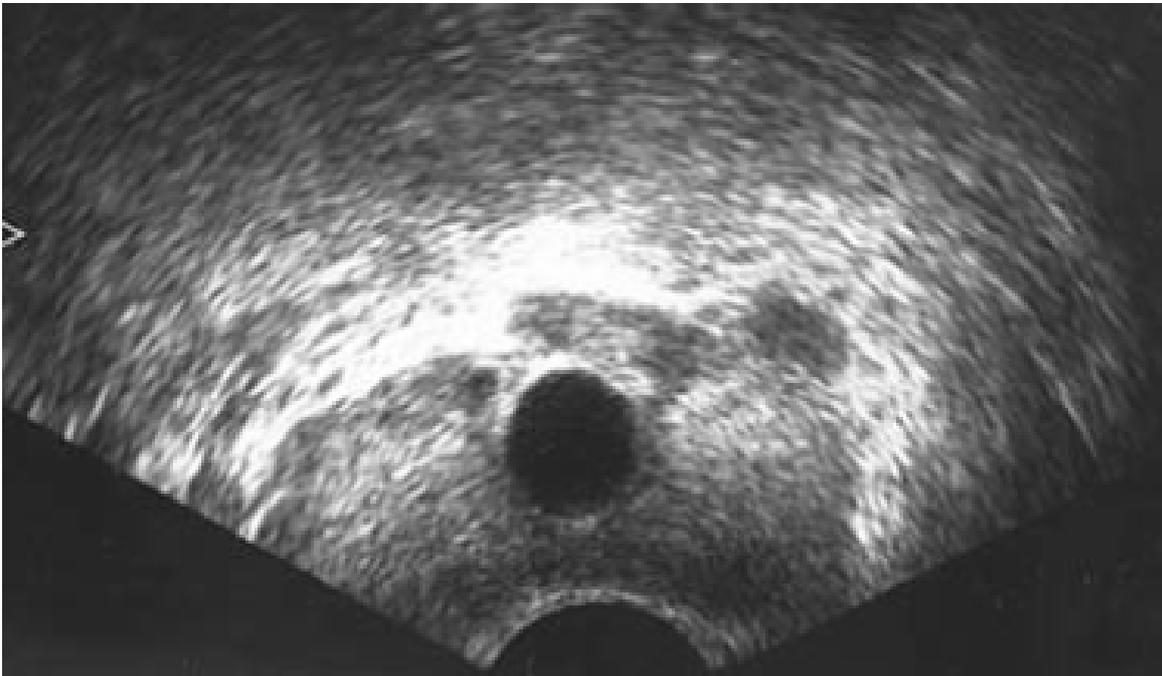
aspect échographique d'une dilatation kystique de l'utricule[9].
